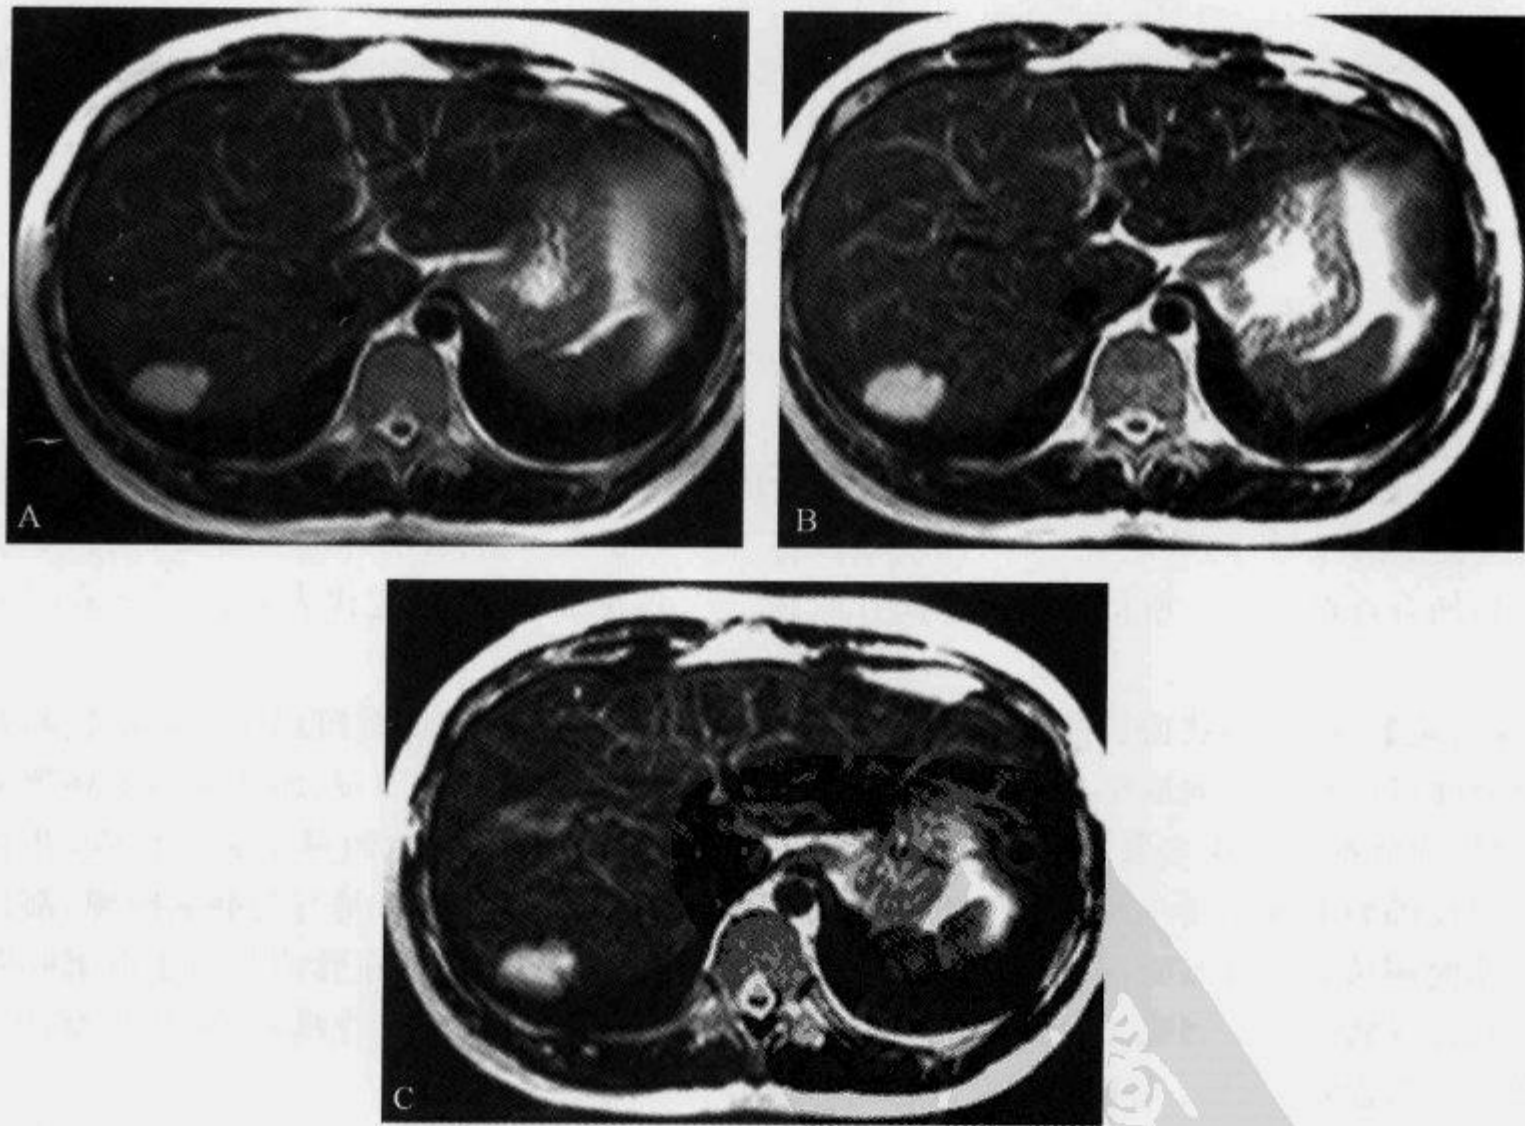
肝海绵状血管瘤, MRI T_2 WI 示“亮灯征”
